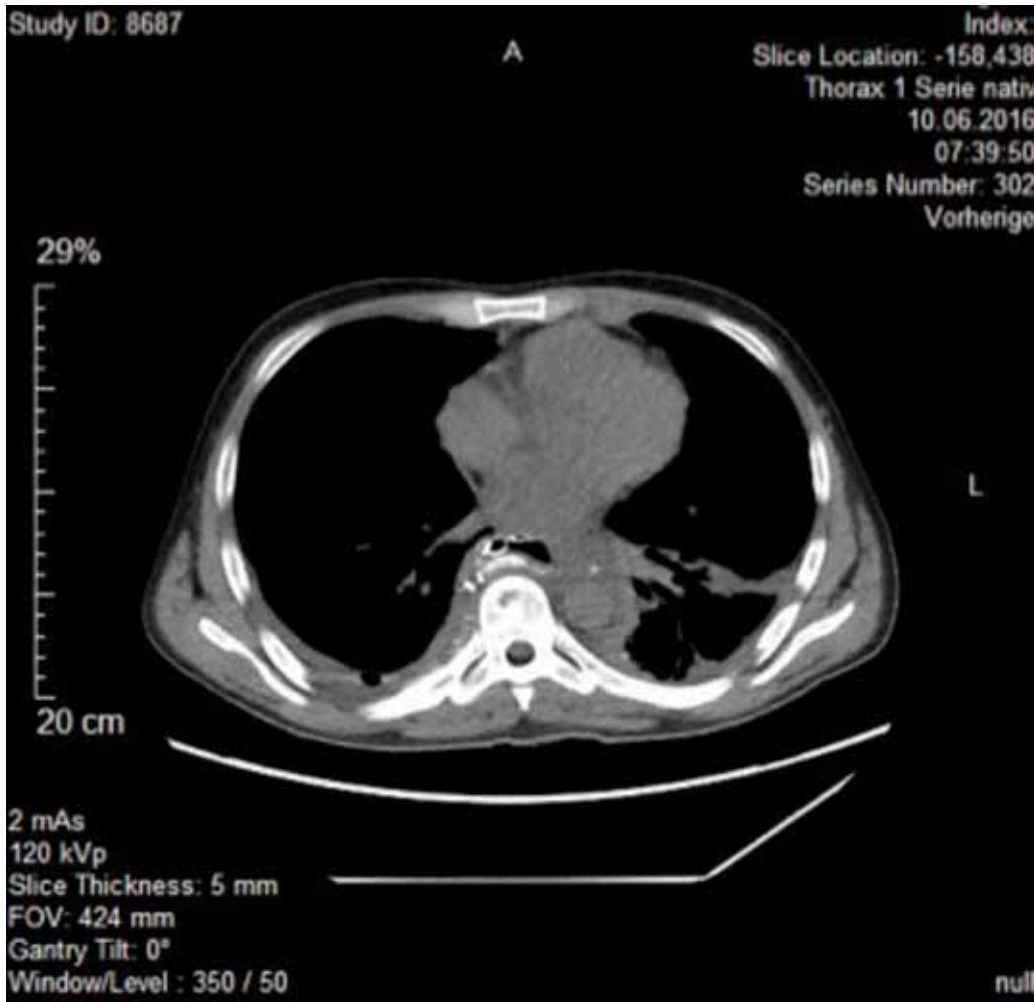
Postoperative CT: Postoperative haemorrhage, with overall regression of fluid in the resected area; no progressive retention with the drains in place
